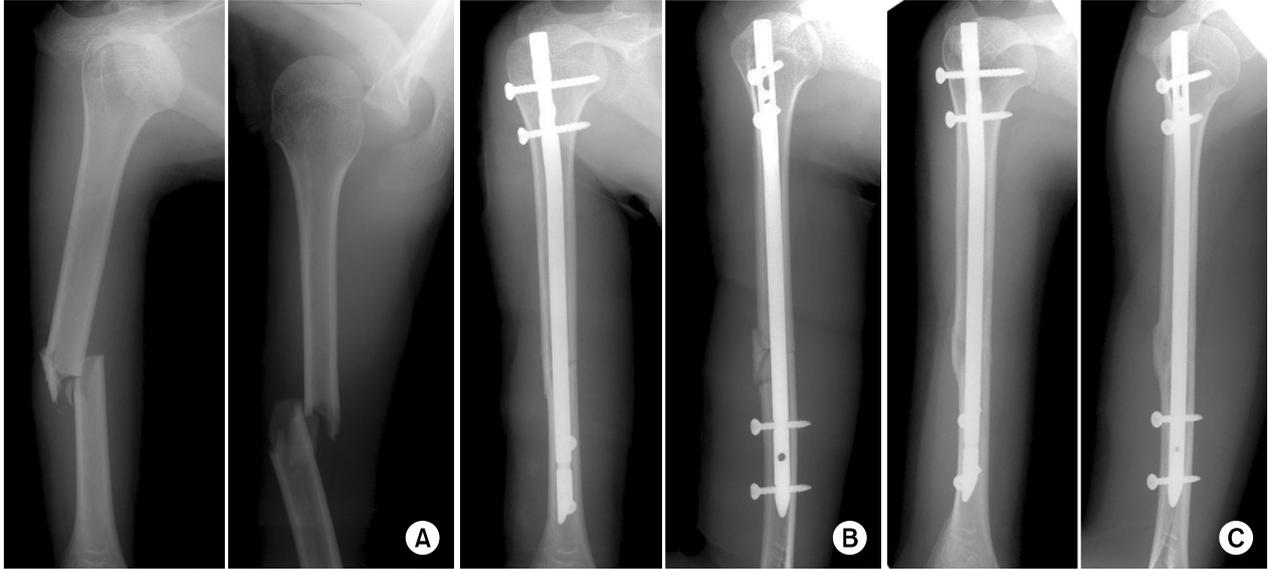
(A) Preoperative radiographs show anterior dislocation of right shoulder and comminuted fracture of the ipsilateral humerus shaft.
